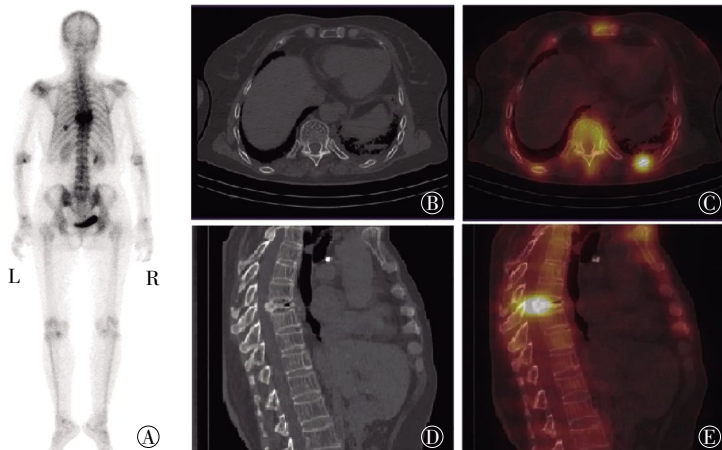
椎体压缩性骨折合并肋骨骨折 $^{99}\text{Tc}^{\text{m}}$ -MDP SPECT/CT骨显像图像。患者女性, 66岁, 诊断为第8胸椎重度压缩性骨折伴左侧第9后肋骨折。图中, A: $^{99}\text{Tc}^{\text{m}}$ -MDP骨显像全身后位图, 可见第8腰椎均匀性显像剂浓聚影, 左侧第9后肋点状显像剂浓聚影; B: 同机CT断层图, 可见左侧第9后肋骨皮质中断不连续; C: $^{99}\text{Tc}^{\text{m}}$ -MDP SPECT/CT融合图, 可见左侧第9后肋骨皮质中断伴显像剂分布浓聚; D: 同机CT断层矢状位图, 可见第8胸椎椎体重度压缩变扁, 骨皮质尚完整, 并可见气体影; E: $^{99}\text{Tc}^{\text{m}}$ -MDP SPECT/CT矢状位融合图, 可见第8胸椎椎体中后柱显像剂分布明显浓聚。
